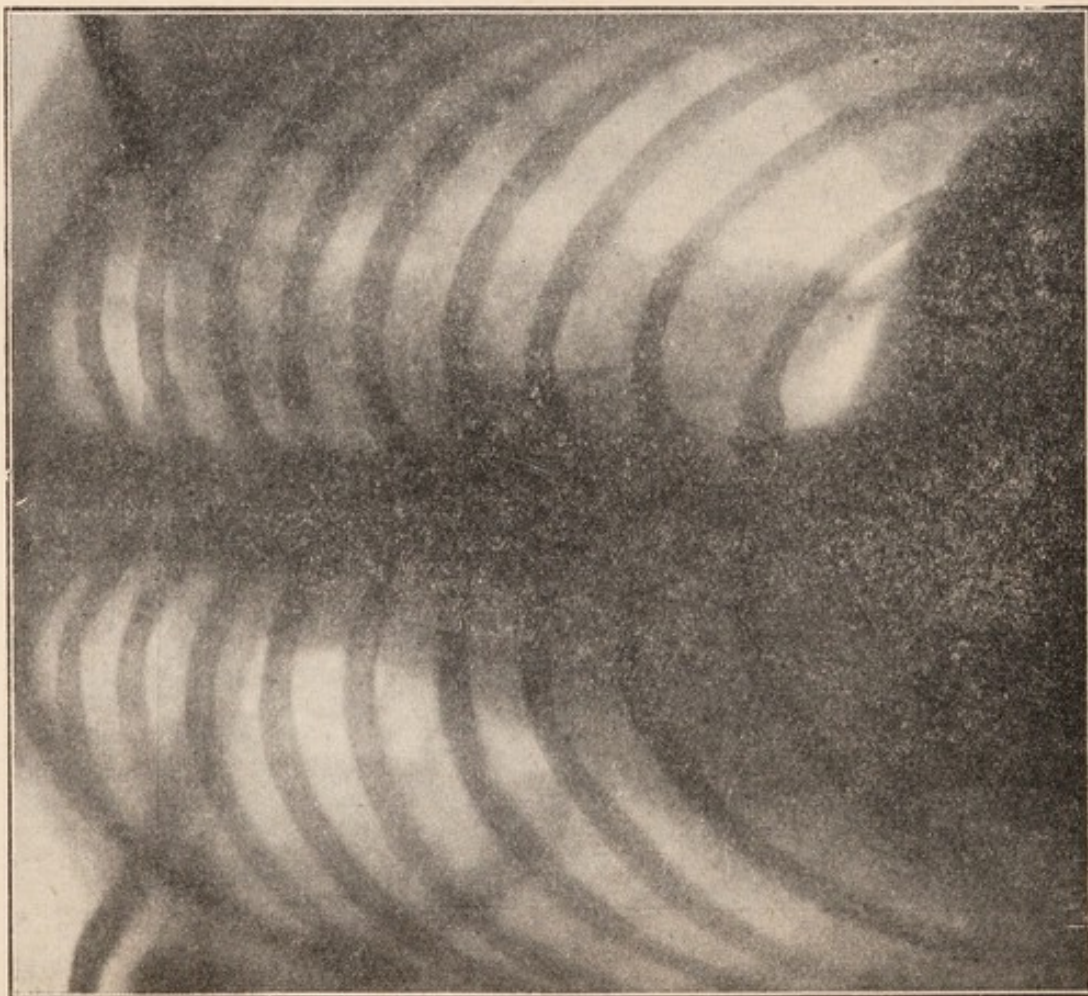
Röntgenbild VD. — Phthisis des oberen Drittels der rechten Lunge. — Pneumothorax ziemlich voluminos. Pleurahöhle fast gänzlich durchgängig. Lunge noch nicht ganz komprimiert. Zwei lange dünne Stränge zwischen der Lungenspitze und der Thoraxkuppel; ein einzelner, dicker Strang zwischen der Lungenbasis und dem Zwerchfell.
